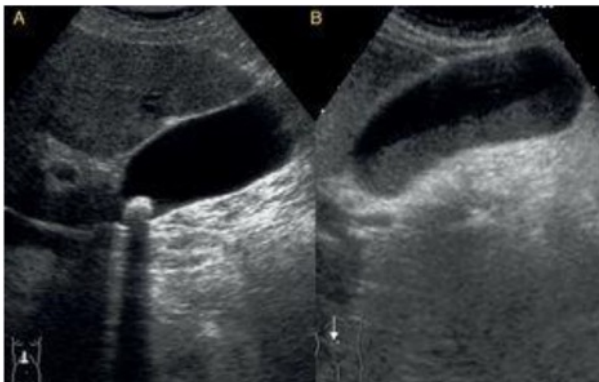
Corte longitudinal en el hipocondrio derecho. A: colelitiasis, imagen intravesicular hiperecogénica con sombra posterior a nivel del cuello. B: barro biliar, ocupación de la porción más declive de la vesícula con material ecogénico y con nivel horizontal. Fuente Revista SEMERGEN <https://www.elsevier.es/es-revista-medicina-familia-semergen-40-articulo-ecografia-vesicula-via-biliar-S113835931400375X>
